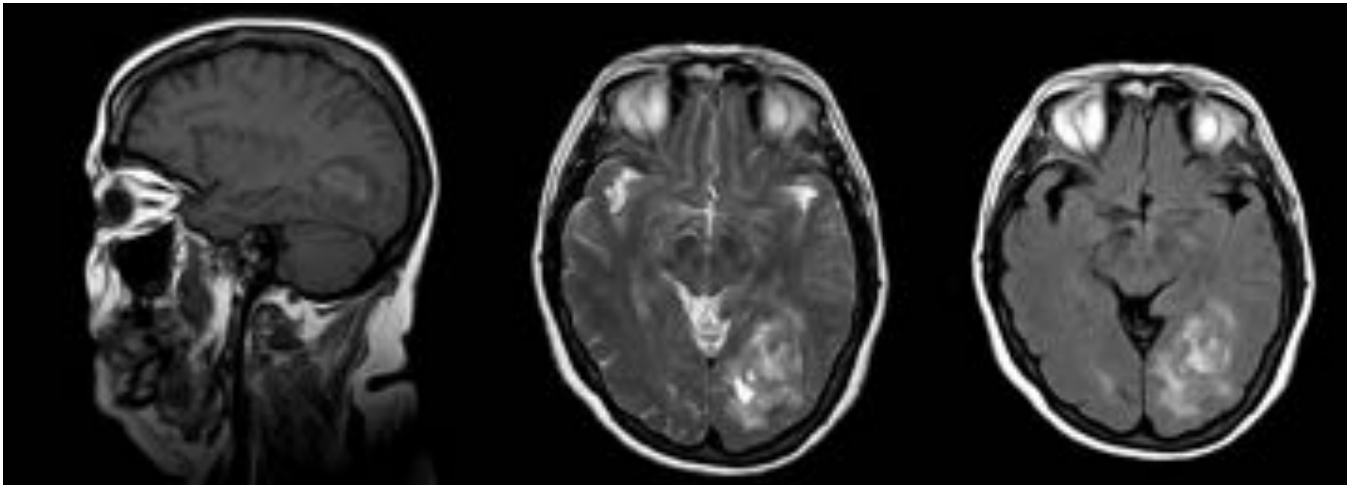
Corte sagital y axiales de secuencias potenciadas en T1, T2 y FLAIR. Se observa una lesión redondeada, heterogénea, con áreas más hipointensas y otras más hiperintensas, y con edema, en relación a lesión neoplásica.
